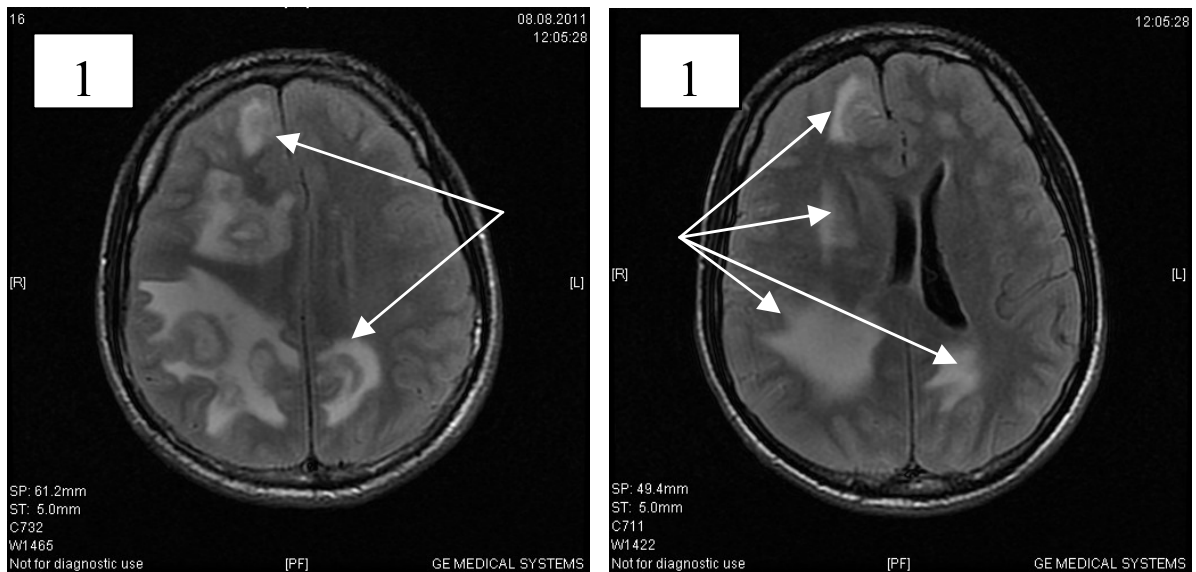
МРТ головного мозку хворого К., аксиллярна проекція (1,5 Тесла)
